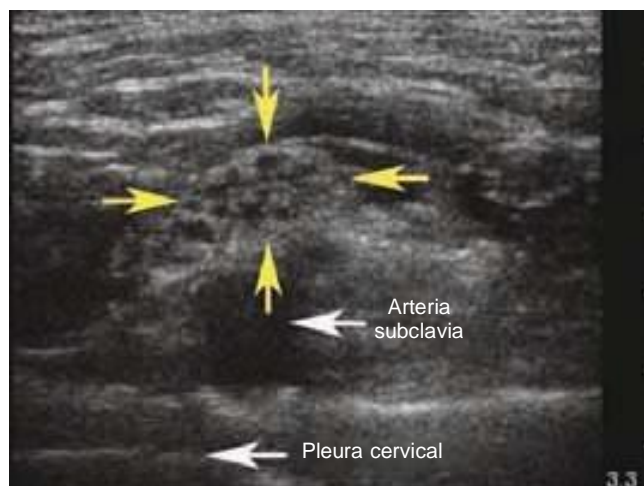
Visualización ecográfica del plexo braquial (entre las flechas coloreadas) y el nivel supraclavicular, asentado directamente en la parte superior de la pleura cervical (unidad de ultrasonido SonoSite MicroMaxx, con sonda lineal de 6 a 13 MHz).
